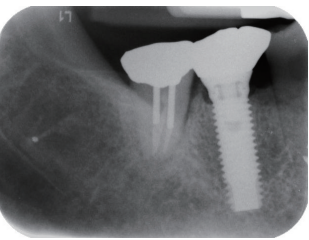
2019年3月26日,患者复诊拍摄X线片,发觉47牙槽骨高度和20年前相同,且47的牙周膜韧带宽度,在46种植治疗后恢复正常
